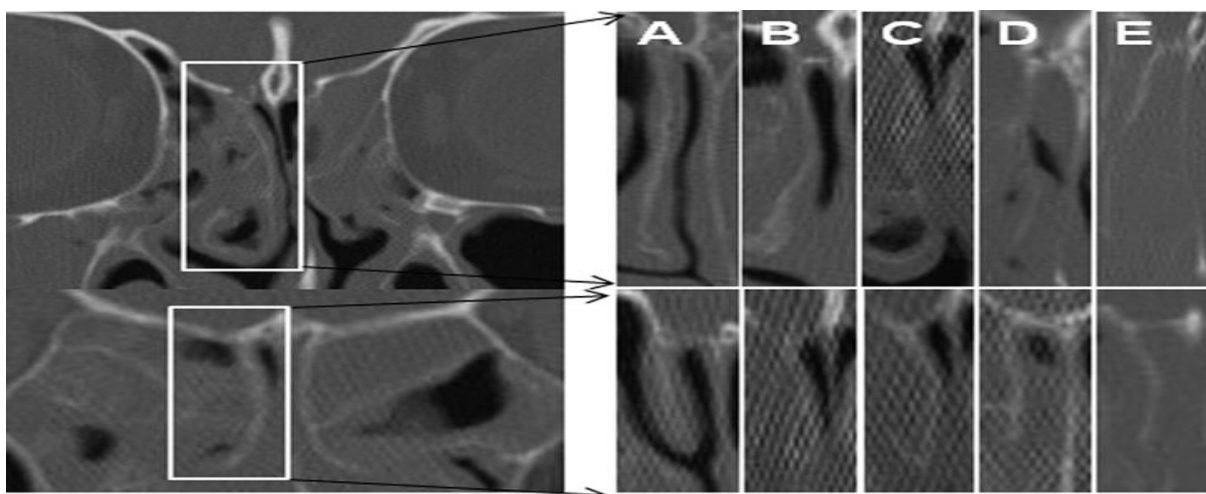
Bewertungssystem der Verschattung der Riechspalte in der Computertomographie.
